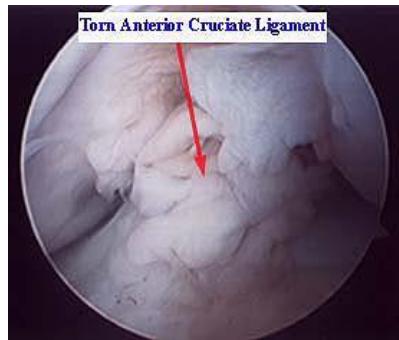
CT snimak pokidane prednje ukrštene veze (preuzeto sa <http://pubs.rsna.org/doi/pdf/10.1148/radiol.2232011024>)
